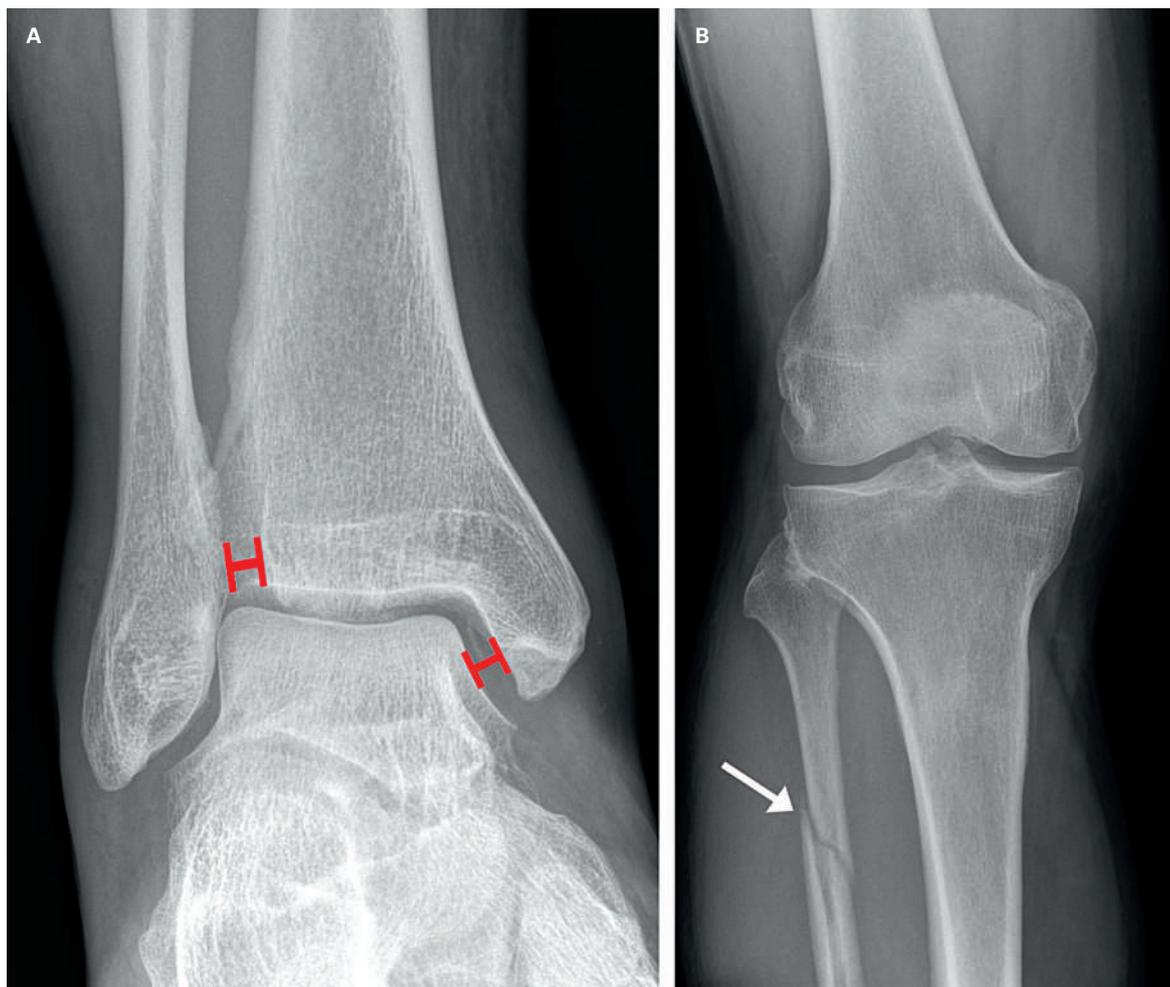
Fracture de Maisonneuve. A) Vue antéro-postérieure de l'articulation tibio-tarsienne (sans charge): déformation asymétrique de la cheville avec syndesmosse élargie. B) Vue antéro-postérieure du genou: fracture haute de la fibula, non visible à la radiographie de l'articulation tibio-tarsienne!
